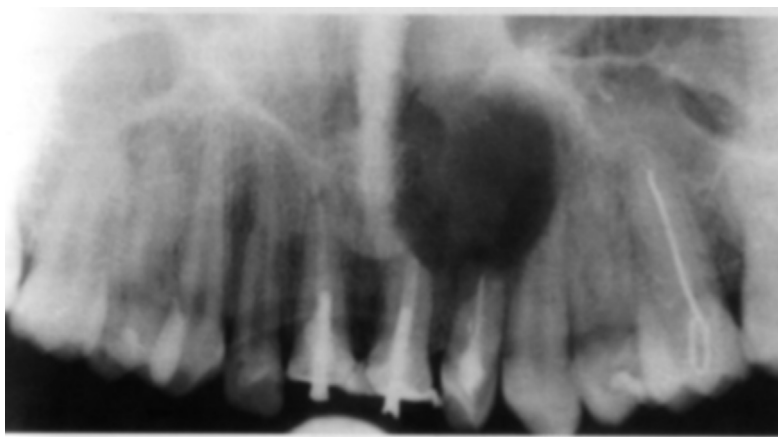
Radiografie panoramică a maxilei. Stare după intervenție chirurgicală în legătură cu chist radicular al maxilei, cu rezecția apexurilor rădăcinilor dinților 21 și 22[47].
